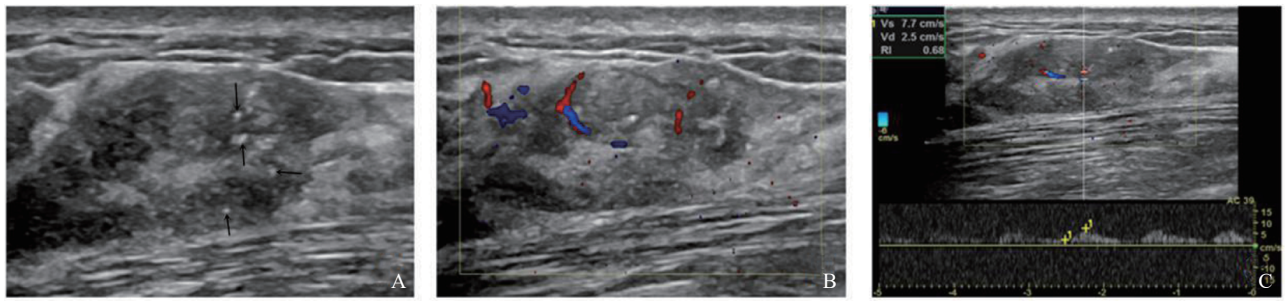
DCIS的二维超声及彩色多普勒血流显像表现
